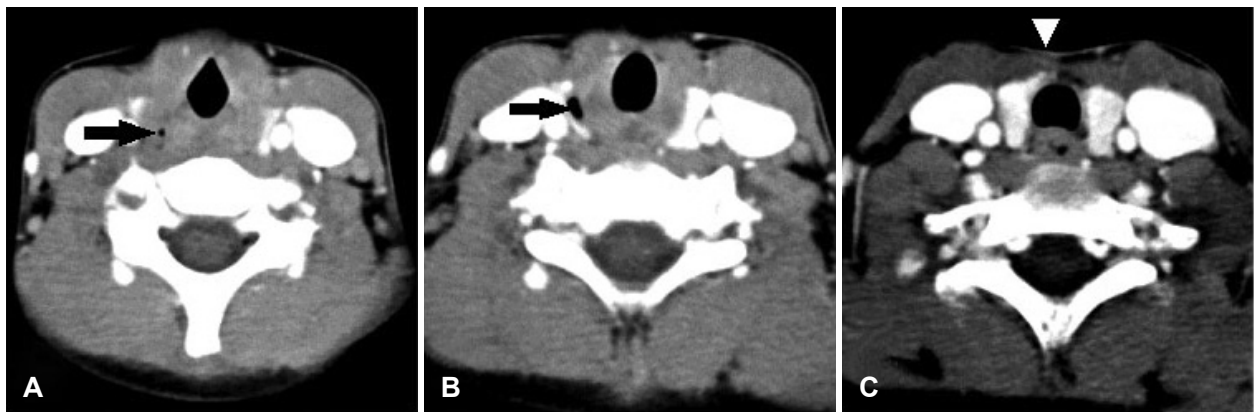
CT scan of neck when he was 6 years old. Visible fistula in the right pyriform sinus (arrow) (A, B). Improved previous cystic lesion in midline of anterior neck with superficial change (arrowhead) (C).
